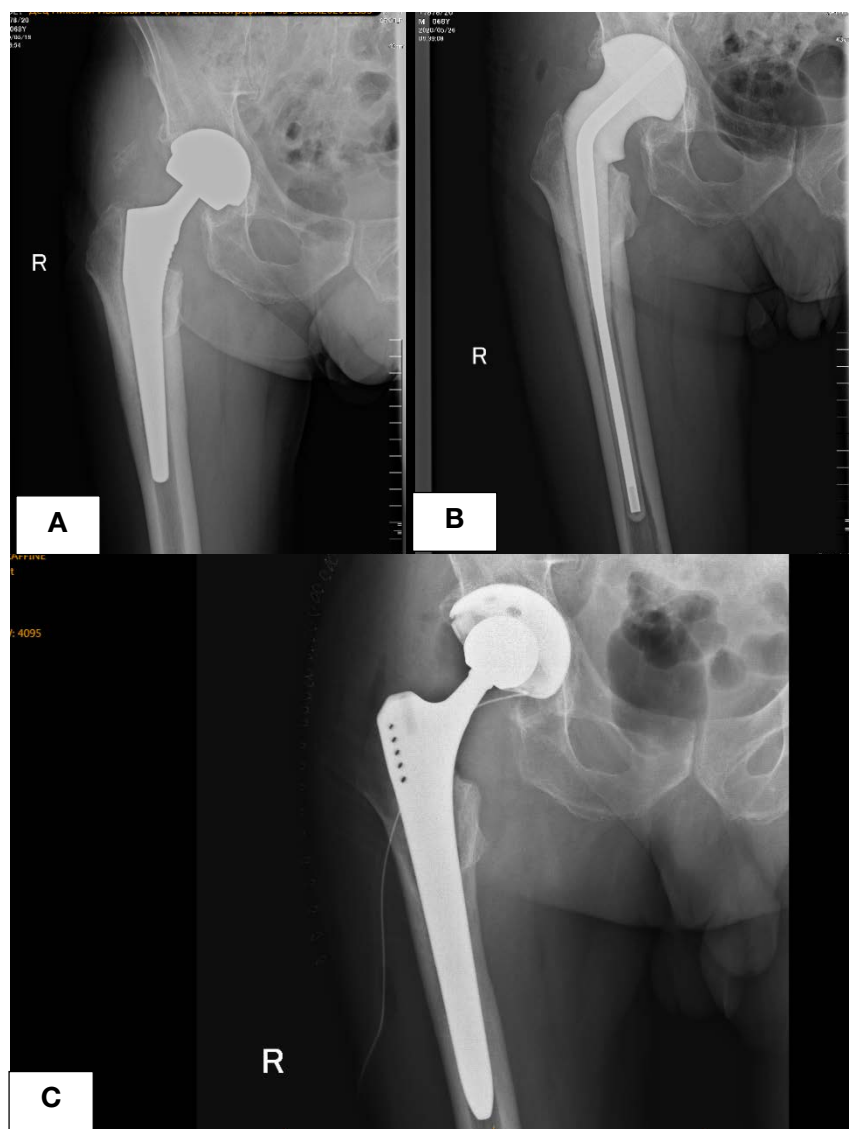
Рентгенограммы пациента: A. Септическая нестабильность компонентов эндопротеза тазобедренного сустава. B. Состояние после первого этапа реэндопротезирования с установкой преформированного спейсера. C. Состояние после проведения второго этапа реэндопротезирования с установкой ревизионных компонентов
